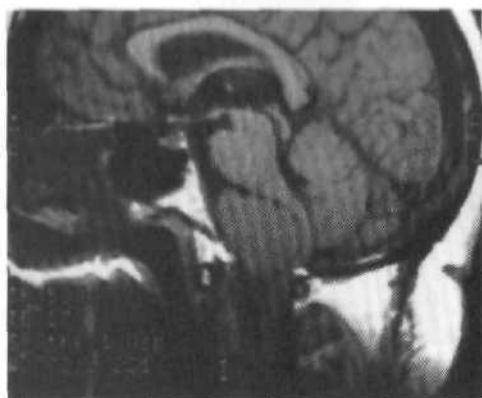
Менингиома области большого затылочного отверстия. МРТ, T_1 -взвешенное изображение.
